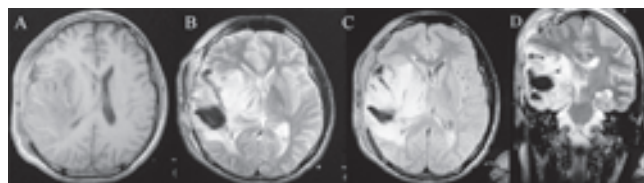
A-D. Resonancia magnética (RM) de encéfalo. A. Corte axial secuencia ponderada en T1. B. Corte Axial Secuencia ponderada en T2. C. Corte axial secuencia FLAIR. D. Corte Coronal Secuencia ponderada en T2. Hemorragia parenquimatosa y edema cerebral subcortical de predominio en lóbulos parietotemporales derechos.
